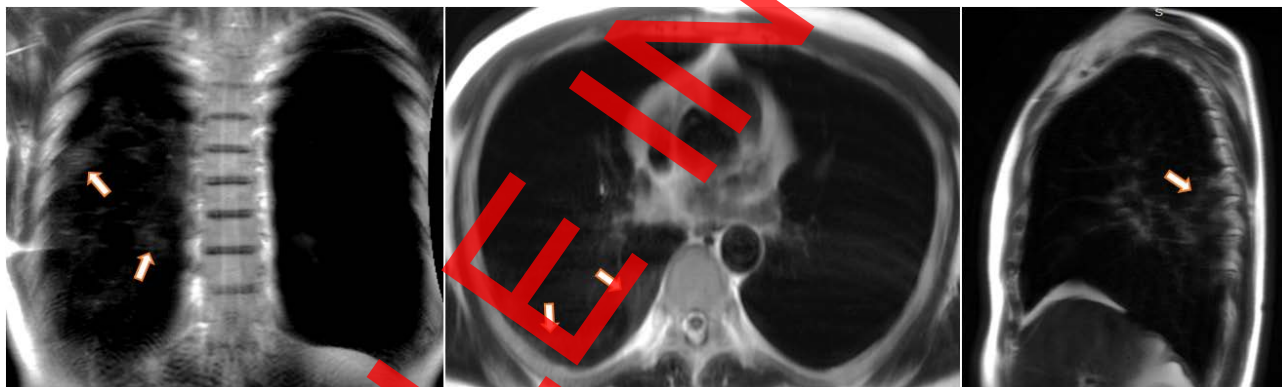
Динамическая магнитно-резонансная томография лёгких во время вдоха в коронарной, аксиальной и сагиттальной плоскостях. Оранжевые стрелки указывают на области консолидации, видимые на вдохе (S6, 8–9), белая стрелка — на область с признаком «облачного неба».
